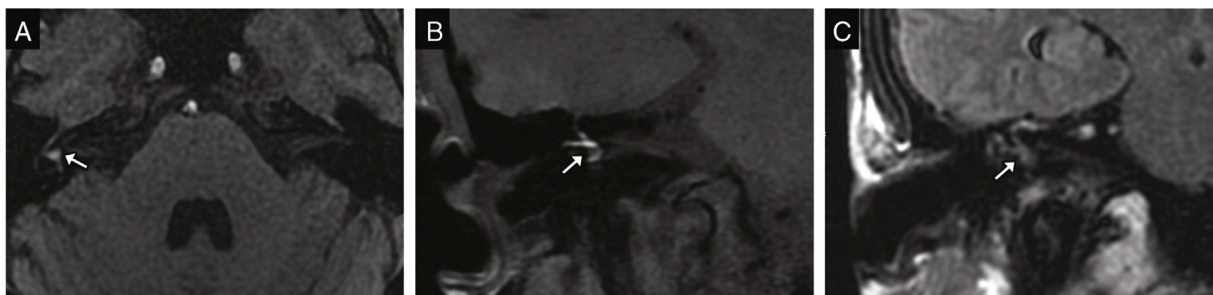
Contusión laberíntica. Imágenes de RM potenciadas en T1 en los planos transversal (A) y coronal (B) que muestran una hiperintensidad de señal en el vestíbulo y los conductos semicirculares (flechas), por hemorragia. C) Recorte de imagen coronal de RM en secuencia FLAIR donde se identifica la hiperintensidad de señal del vestíbulo y los canales semicirculares (flecha), por la sangre que altera la composición de la perilinfa.
